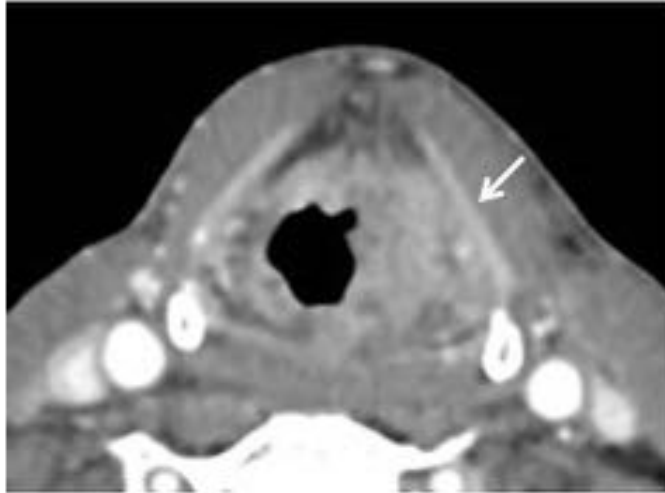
Neoplasia laríngea con infiltración del cartílago tiroides asociando masa extralaríngea (a y b) en TC. Neoplasia laríngea con infiltración del cartílago tiroides asociando masa extralaríngea abscesificada (c y d) en TC.
